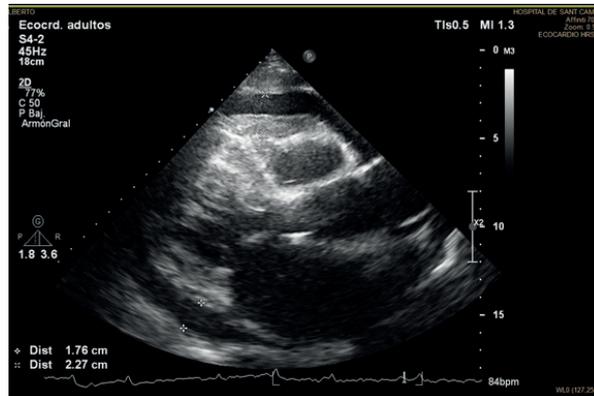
Se realiza ecocardiograma donde presenta un derrame pericárdico grave (22mm anterior+17mm posterior) con restos de fibrina a nivel anterior. Aparece una hipertrofia no conocida en el paciente.
